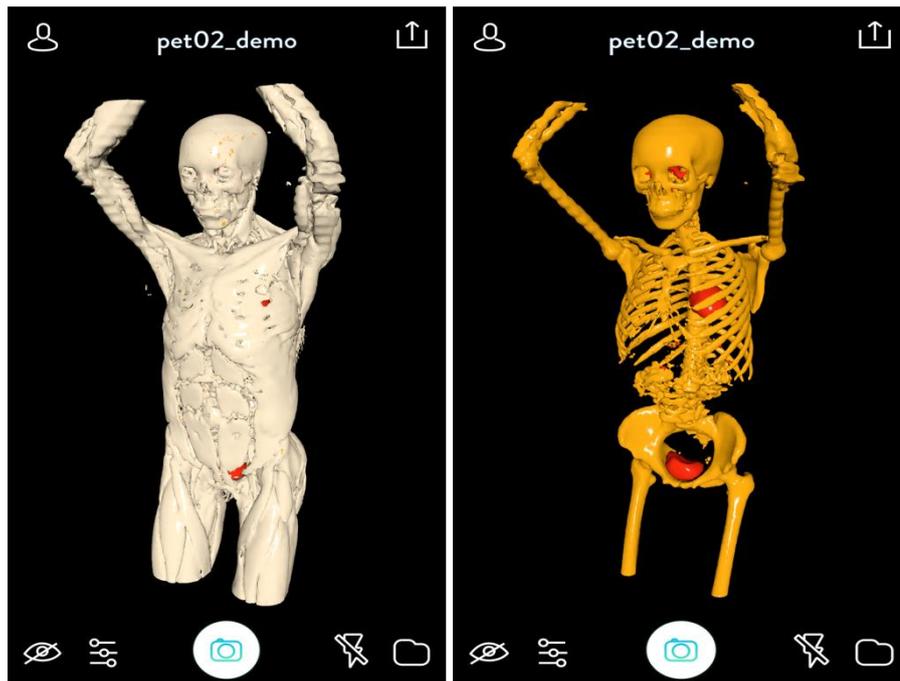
Aplicativo móvel operando no modo virtual. Visualização de um estudo de PET/CT.
